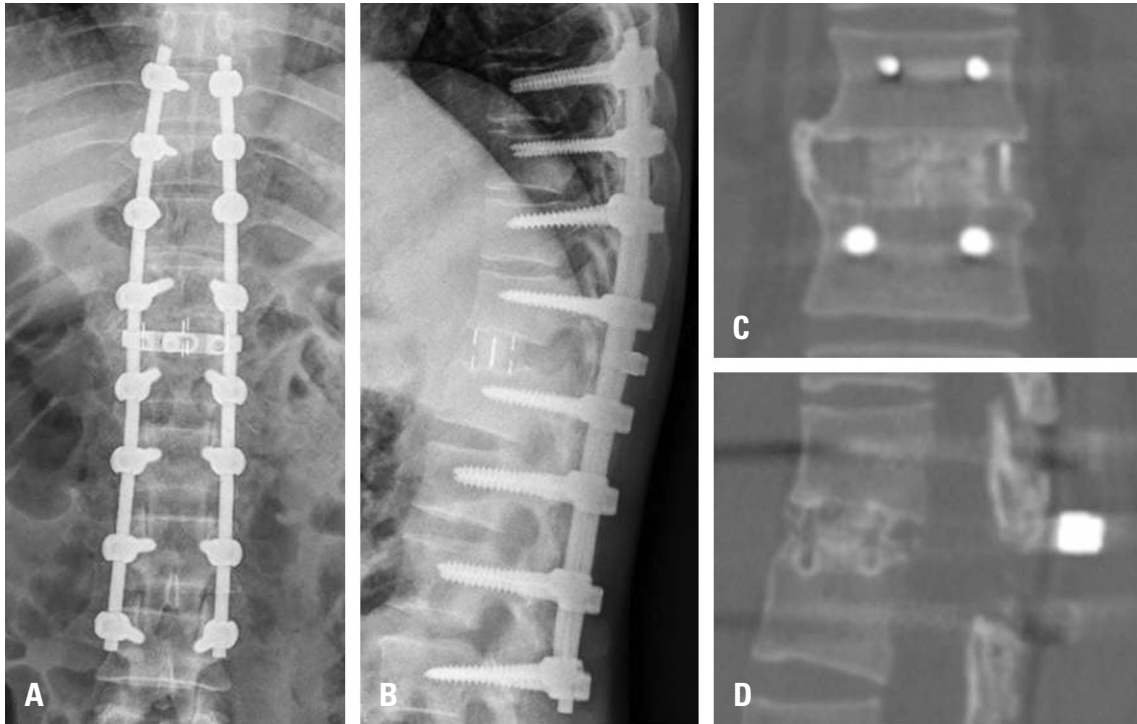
Postoperative anteroposterior (A) and lateral (B) plain radiographs show T8-L3 transpedicular fixation, T11-T12 interbody fusion, and posterolateral fusion. The postoperative 1 year coronal (C) and sagittal (D) CT scans show a solid bony union at the interbody space.
